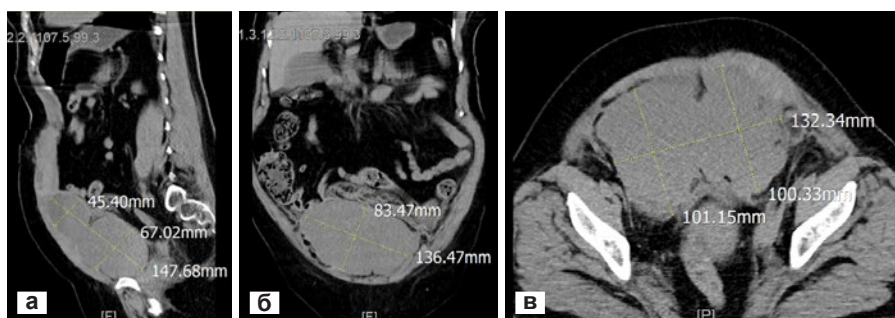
Компьютерная томография органов брюшной полости больной Ч. Крупное объемное мультиузловое образование передней брюшной стенки. а – сагиттальная плоскость; б – фронтальная плоскость; в – горизонтальная плоскость
